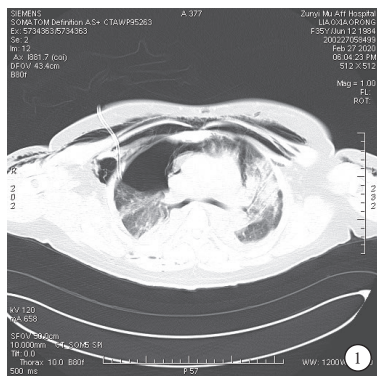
1 例 35 岁女性重症胸外伤患者急诊胸部 CT 检查结果 胸部 CT 显示:右侧液气胸;左侧胸腔积液、积血;双肺肺炎或肺挫伤;心包少量积液;下颈部、胸背部、纵隔多发气肿;双侧多发肋骨呈“双边样”改变
